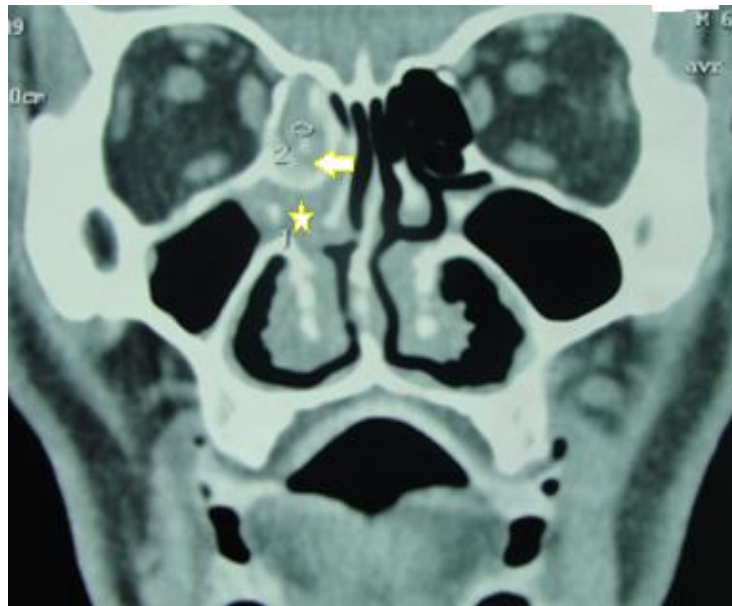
TDM massif facial coupe frontale fenêtre parenchymateuse visualisant le comblement localisé du sinus ethmoïdal droit (flèche) et du méat moyen homolatéral (étoile) [Imagerie du CHU HassanII].
